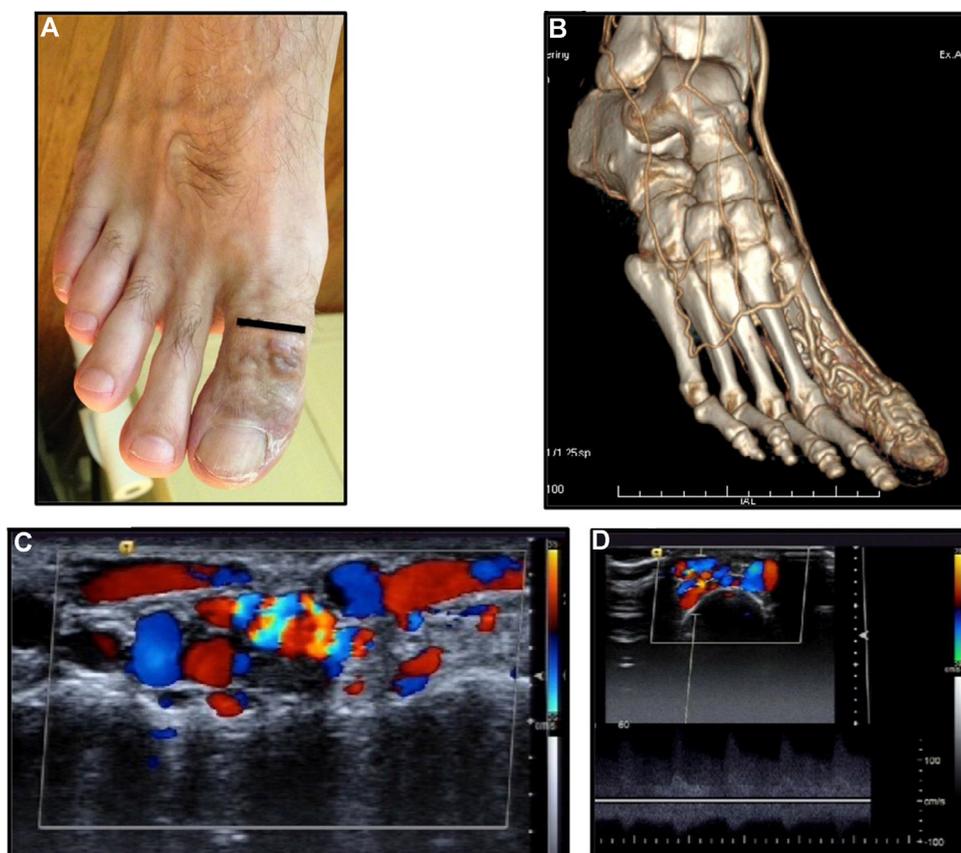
Exemple d'une MAV de l'hallux. A. Au niveau du trait noir, repérage de la zone des shunts, situés dans le plan sous-cutané, autour des tendons extenseurs (sans les envahir) et au contact de la corticale osseuse (sans atteinte osseuse). B. Angio TDM avec reconstruction 3D. C. Nidus en coupe longitudinale de la première phalange du premier orteil. D. Nidus en mode pulsé et couleur sur une coupe transversale de la première phalange du premier orteil.
